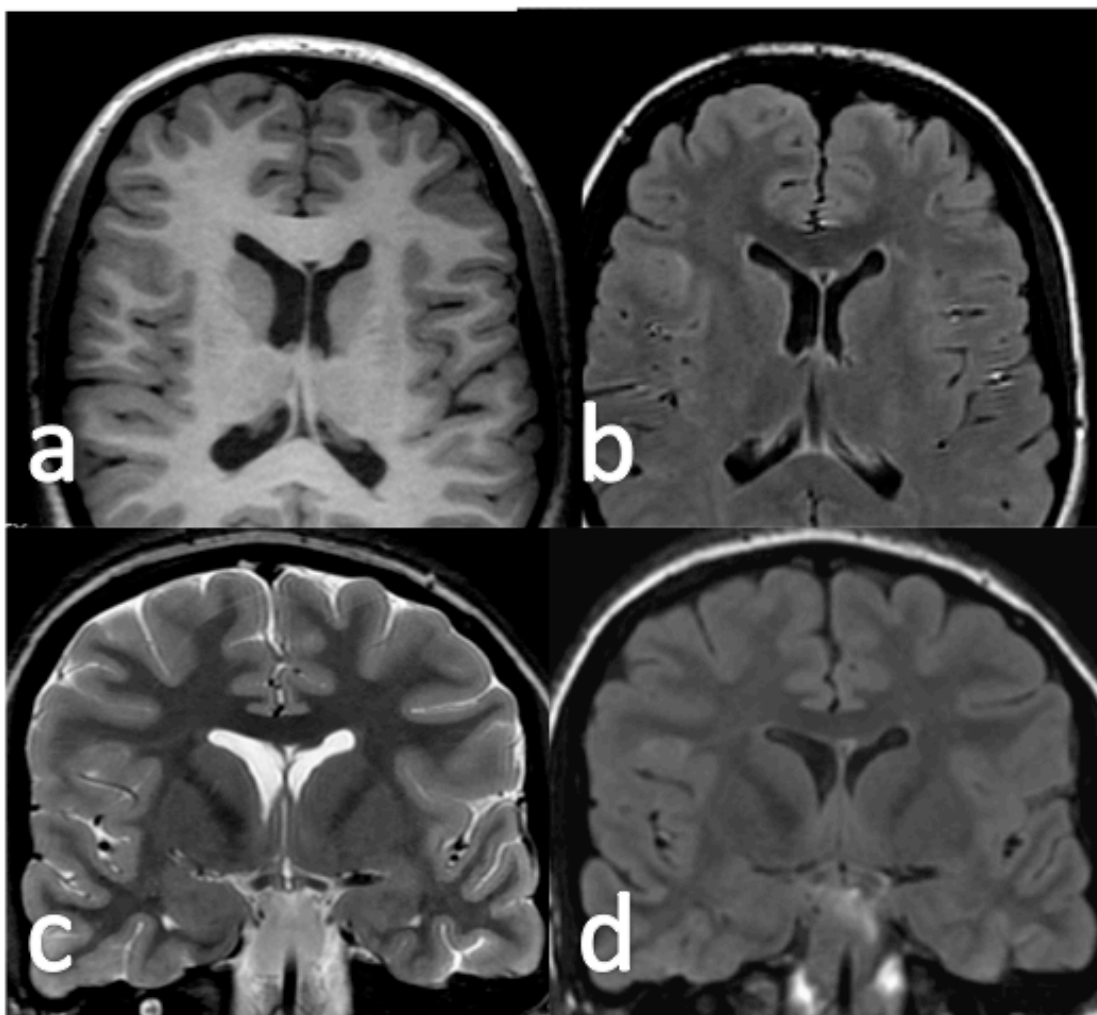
Ventaja de la secuencia FLAIR en la displasia cortical. Displasia de fondo de surco frontal derecha que presenta borrosidad del margen cortical en la secuencia T1 (a) y discreta hiperintensidad yuxtacortical en la secuencia T2 (c) con pequeña línea hiperintensa dirigida al ventrículo. La hiperintensidad yuxtacortical y la línea hiperintensa dirigida al ventrículo son más fácilmente identificables en las secuencias FLAIR (b y d).
